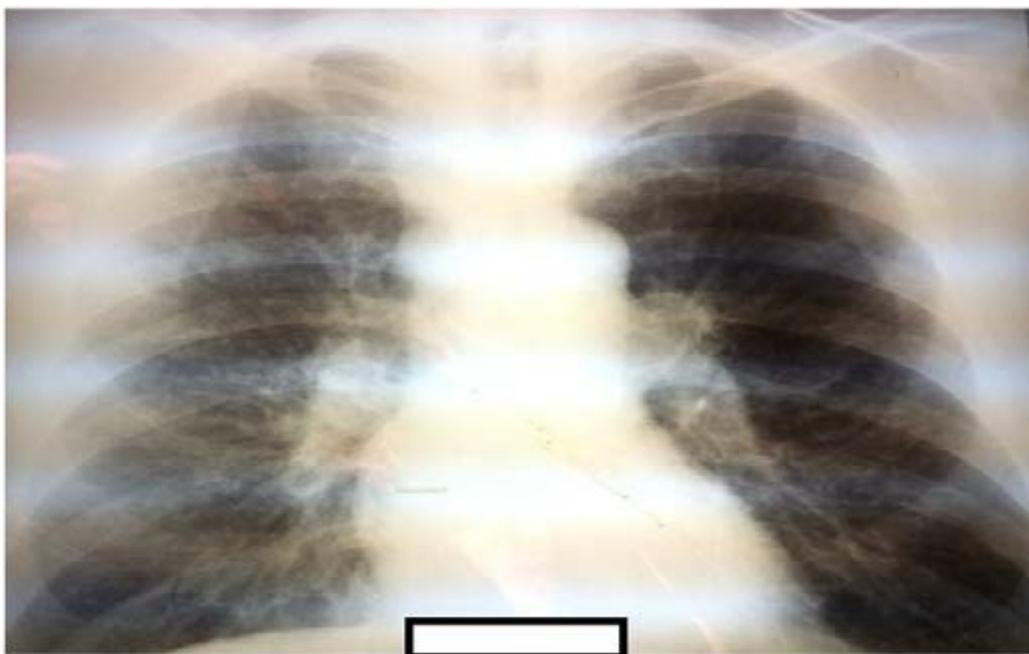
Рентгенограмма органов грудной клетки: саркоидоз ВГЛУ, лёгких II Б стадия
